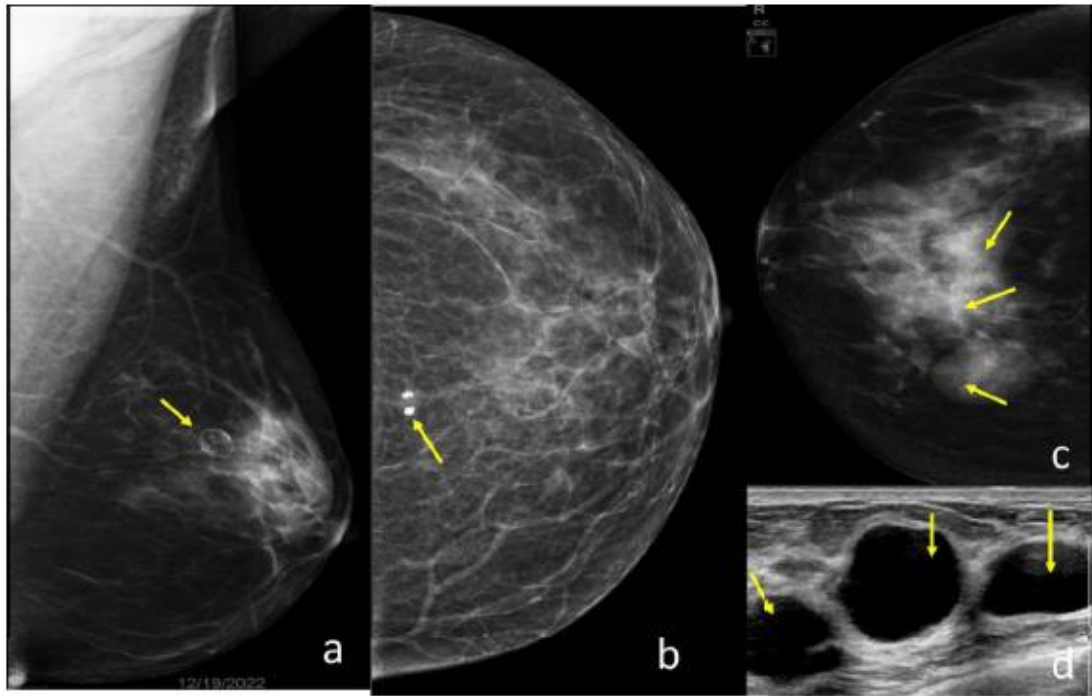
Mammogram shows BI-RADS- 2 findings. a) fat containing lesion with rim calcifications suggesting oil cyst, b) popcorn calcifications of an involuting fibroadenoma and c) multiple oval lesions with circumscribed or obscured margins which were d) anechoic cysts on USG correlation (arrow).
